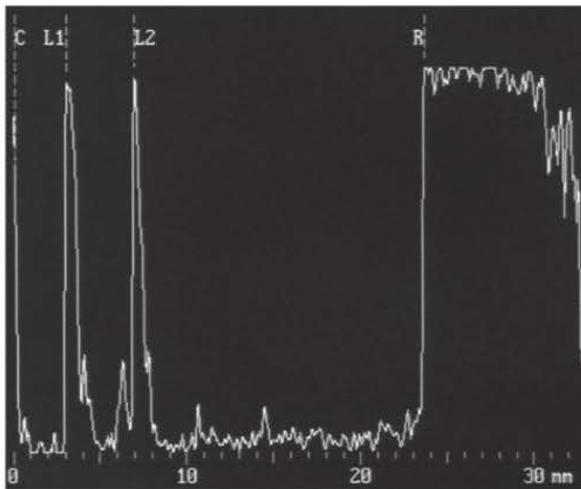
Échographie A (biométrie oculaire).
